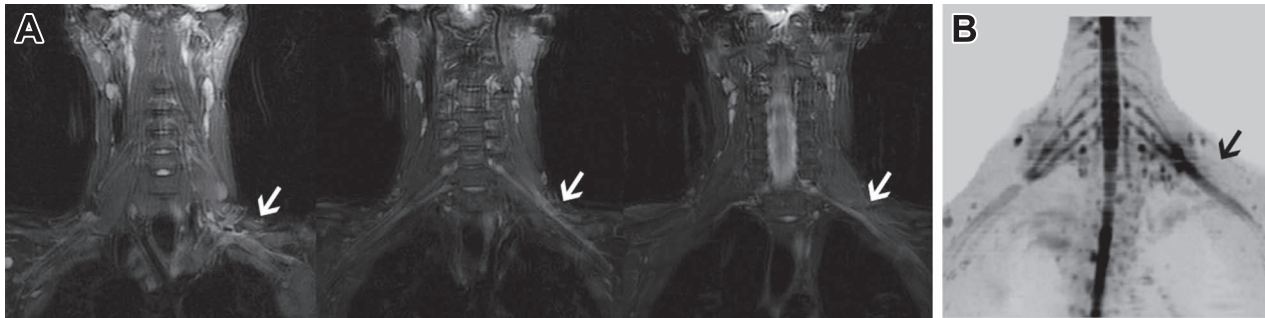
Magnetic resonance neurography of the brachial plexus.
